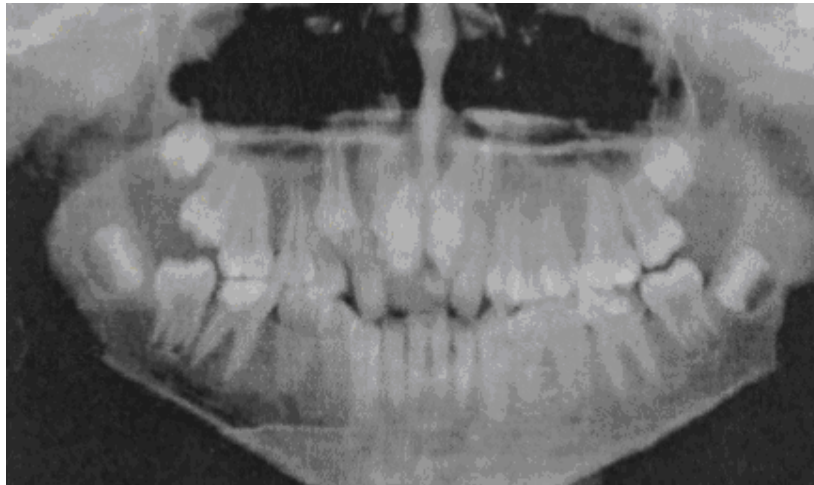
Ortopantomografía inicial del paciente donde se observan un premolar superior derecho supernumerario y un premolar mandibular izquierdo supernumerario.⁶⁵
